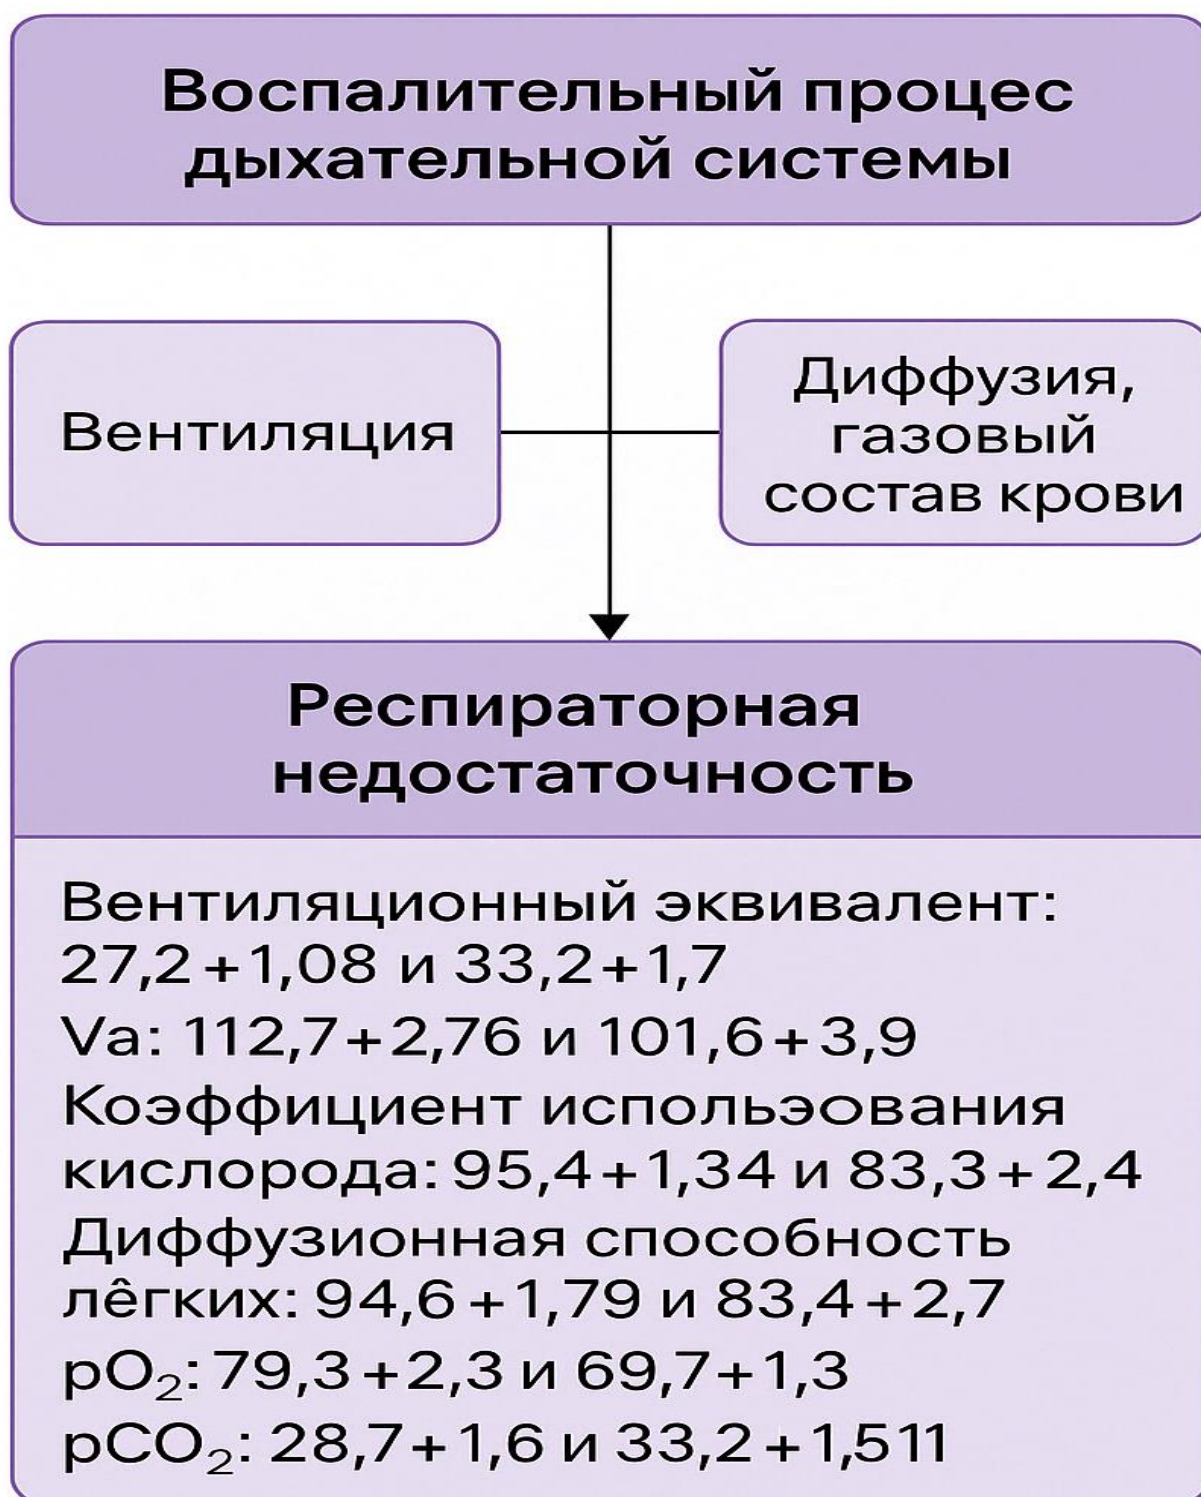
Изменения показателей вентиляционно-диффузионной функции легких и газового состава крови у детей с респираторной недостаточностью на фоне пневмонии
